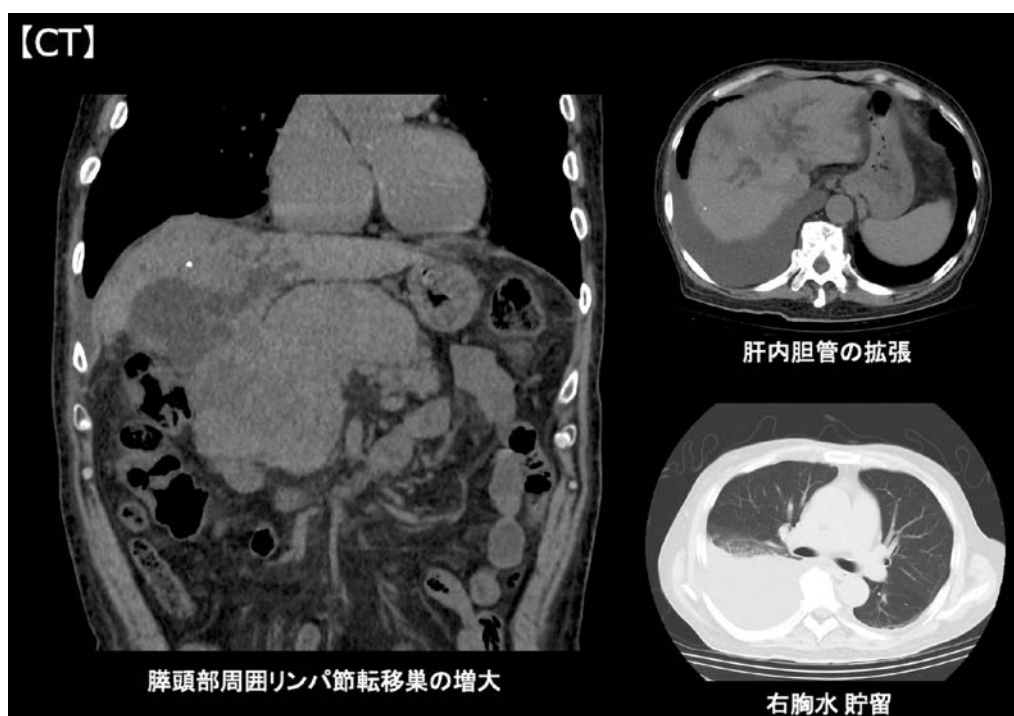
来院時 CT 画像：肝門部リンパ節転移巣は増大しており，前月に留置されたステントが偏位していたことから，金属ステントの胆管内への迷入が疑われた。その他，肝内胆管の著明な拡張，軽度の脾腫と，胸水の貯留がみられた。
